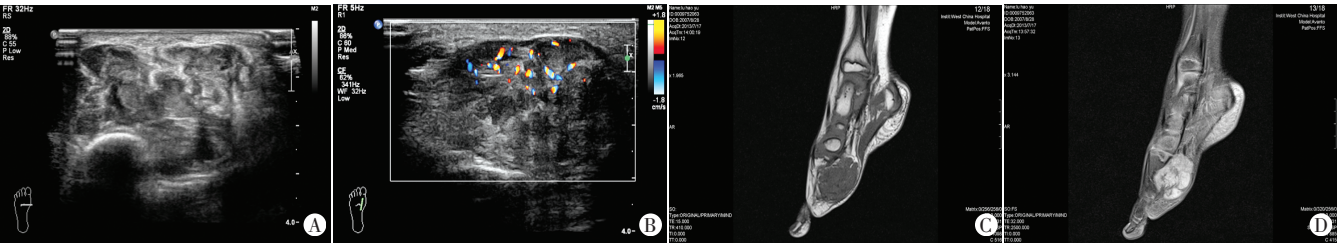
病例 6,男,5 岁,右侧足底 EES 超声及 MRI 图
